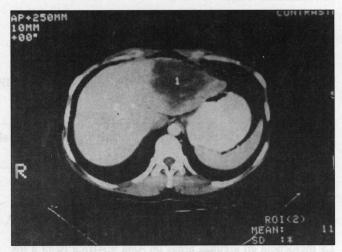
TAC abdominal en la que se observan masas tumorales en ambos lóbulos hepáticos.
